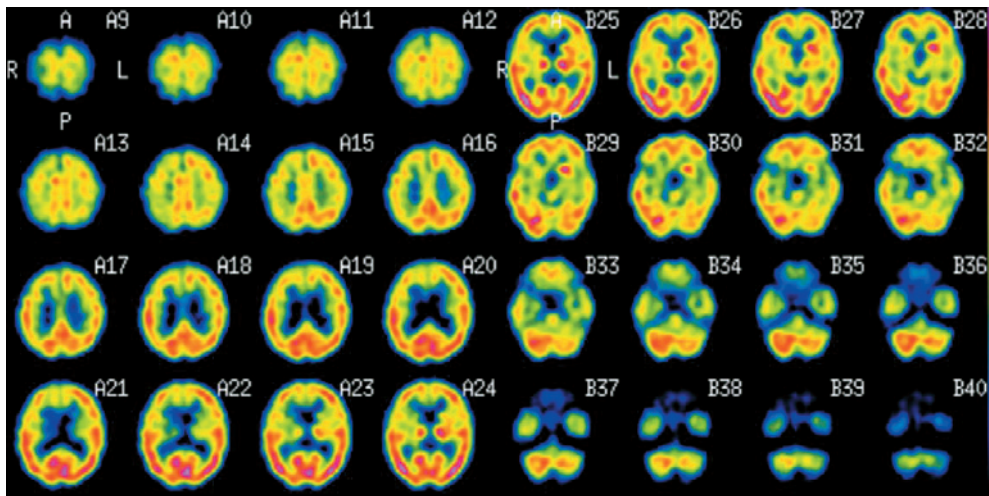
^{123}I -IMP-single photon emission computed tomography. Cerebral blood flow (CBF) was decreased in the territories of the right anterior and middle cerebral arteries, reflecting the stenosis of the right internal carotid artery. CBF of the left cerebellum was also slightly decreased, suggesting crossed cerebellar diaschisis.
